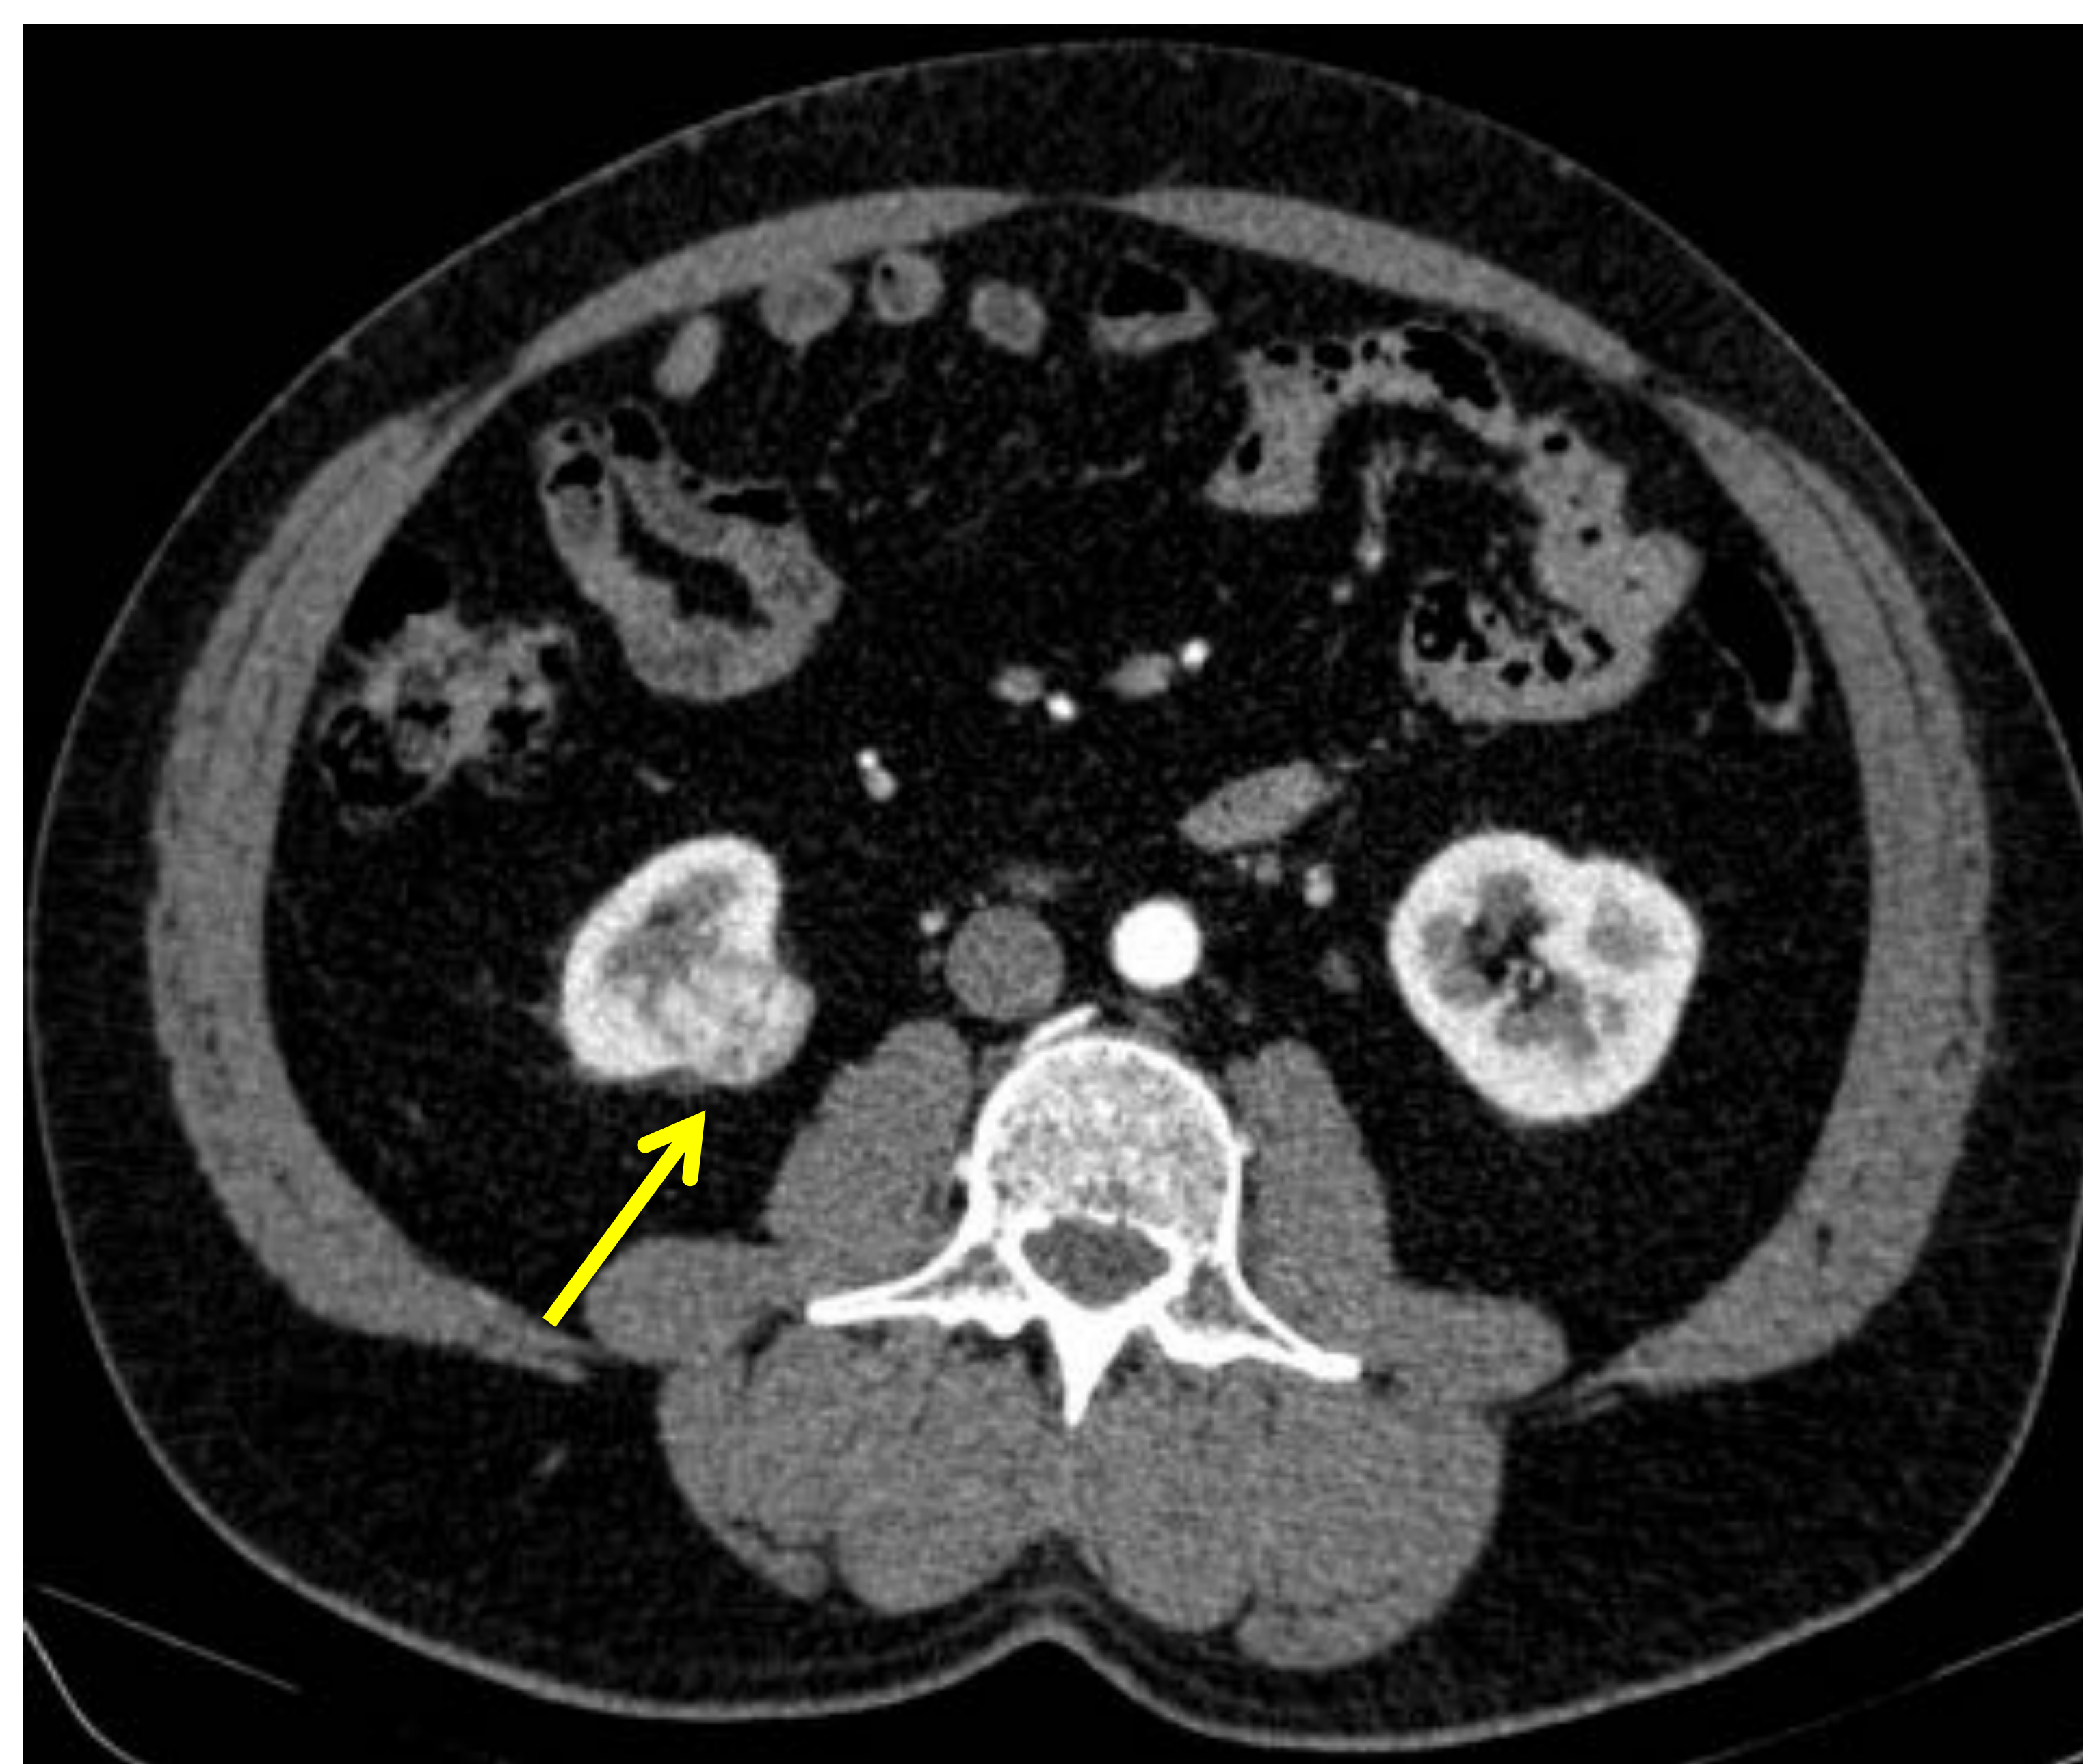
Imagen de TC abdomino-pélvico tras la administración de CIV (Iomeron®) con adquisición en fase arterial en paciente que sufrió un accidente de tráfico. Incidentalmente se identifica una lesión hipervascolar en el polo inferior del riñón derecho (flecha amarilla). El diagnóstico anatomopatológico final fue de carcinoma de células claras.
